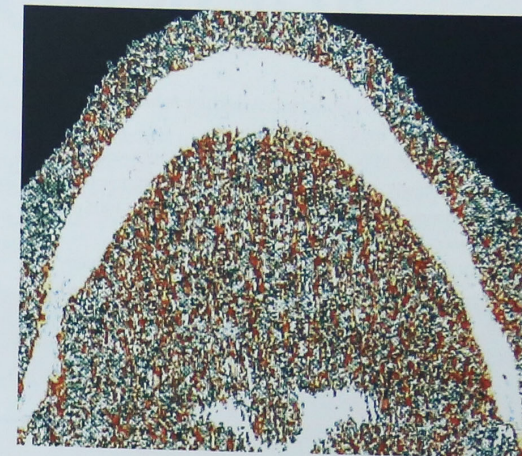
Imagen de tomografía computada densitométrica pQCT
